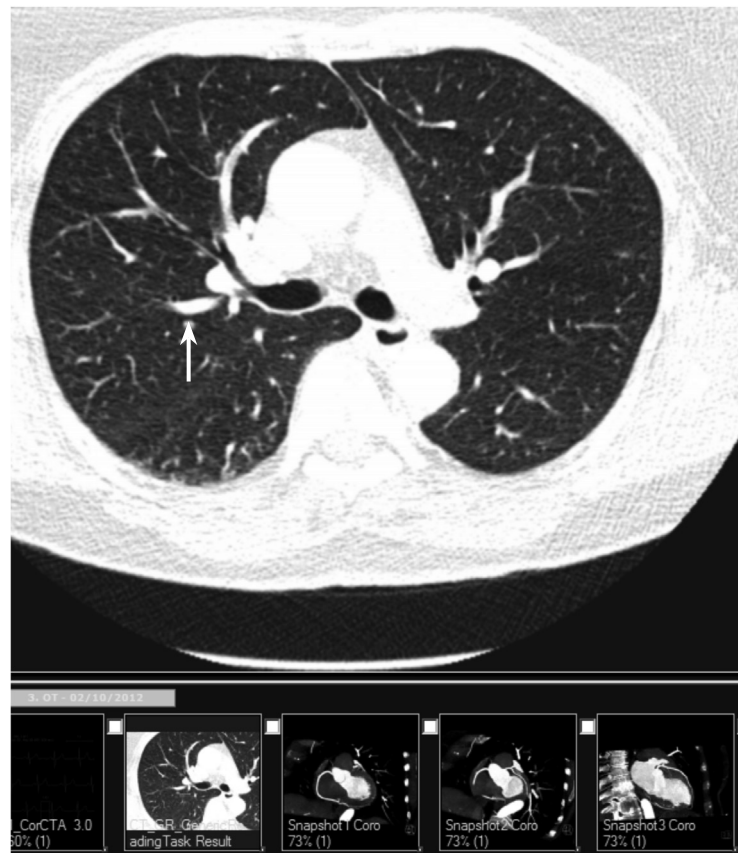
Nódulo pulmonar detectado mediante angiografía por TAC (flecha). Nódulo típico del cribado, de pequeñas dimensiones y que no precisa biopsia, tan sólo seguimiento radiológico.
